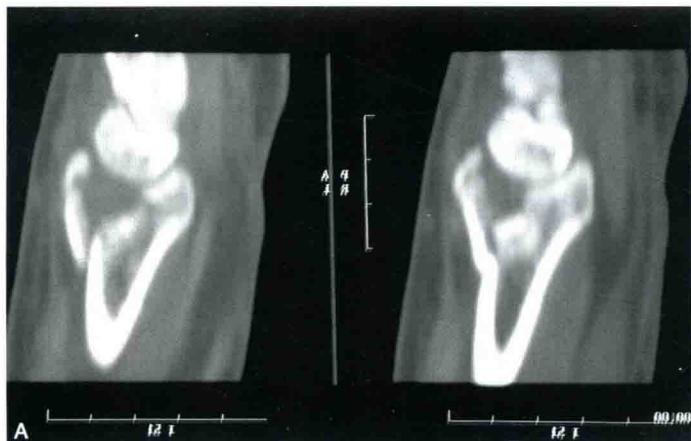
CT 检查发现桡骨远端骨折粉碎程度远比 X 线平片上表现严重得多,而且月骨窝大约有 $1.2\text{cm} \times 1.5\text{cm} \times 1.8\text{cm}$ 的不规则骨缺损区域,月骨窝的关节面被压缩到了关节面水平下约 1.5cm 处
